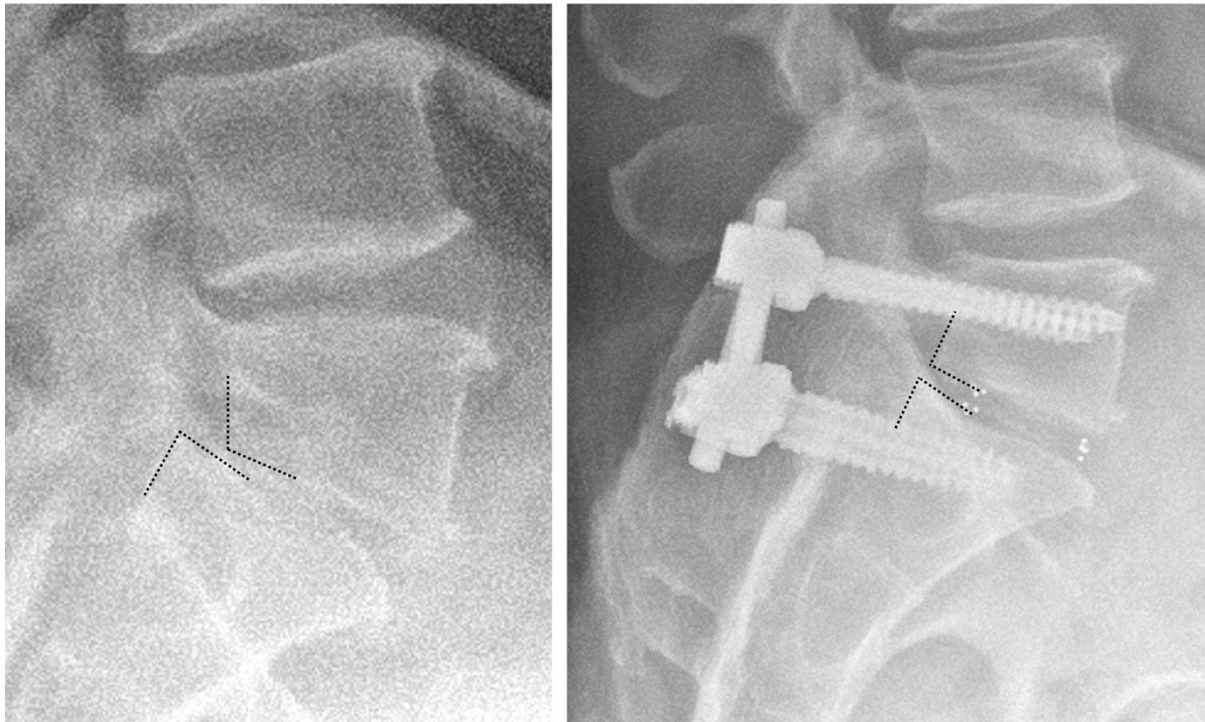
Dargestellt sind seitliche Röntgen-Aufnahmen des gleichen Patienten vor und nach einer Stabilisierungs-OP im Segment LW5/SW1. Die eingezeichneten gestrichelten Linien zeigen die hinteren Konturen der Wirbelkörper LWK5 und SWK1. Vor der Operation (links) kann eine deutliche Verschiebung der beiden Wirbelkörper gegeneinander erkannt werden. Dies bezeichnet man als Spondylolisthese. Nach der operativen Korrektur (rechts) mit Reposition und Stabilisierung befinden sich die Hinterkanten von LWK5 und SWK1 wieder auf einer Linie.
